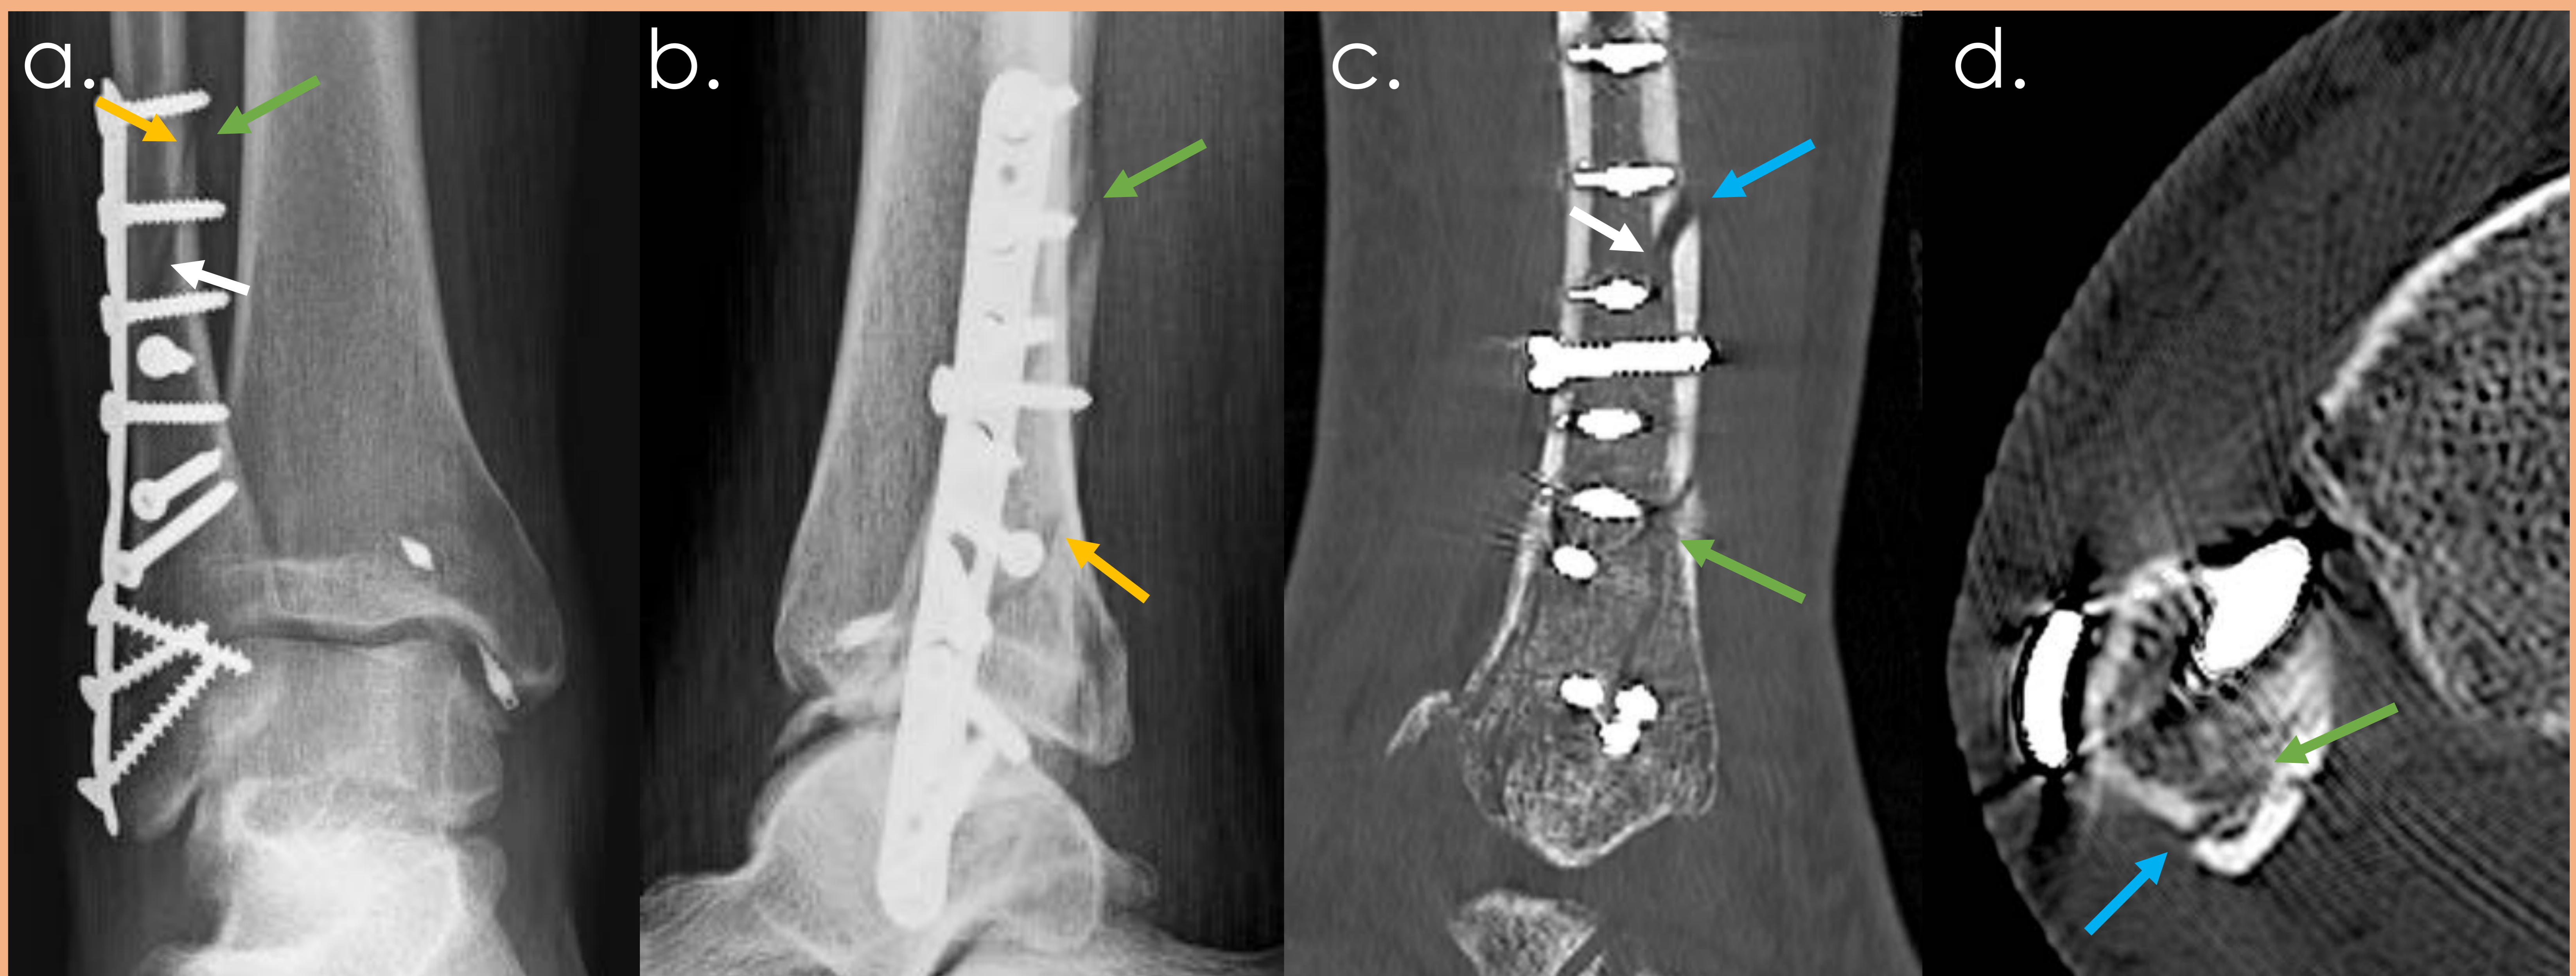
Retardo en la consolidación. Paciente de 35 años con fractura compleja de peroné distal derecho tras accidente de tráfico. a y b Radiografías AP y lateral 12 semanas tras RAFI con placa, que evidencia línea de fractura visible (flecha amarilla), sin poder valorar de forma adecuada los márgenes adyacentes al material de osteosíntesis y presencia de callo óseo en los márgenes medial y posterior (flechas verdes), así como canal medular abierto (flecha blanca). c y d TC con reconstrucción multiplanar en eje coronal y axial respectivamente, con ausencia de esclerosis y fibrosis marginal (flecha azul), canal medular no cerrado (flecha blanca) y presencia de puente óseo en el margen medial (flechas verdes).
